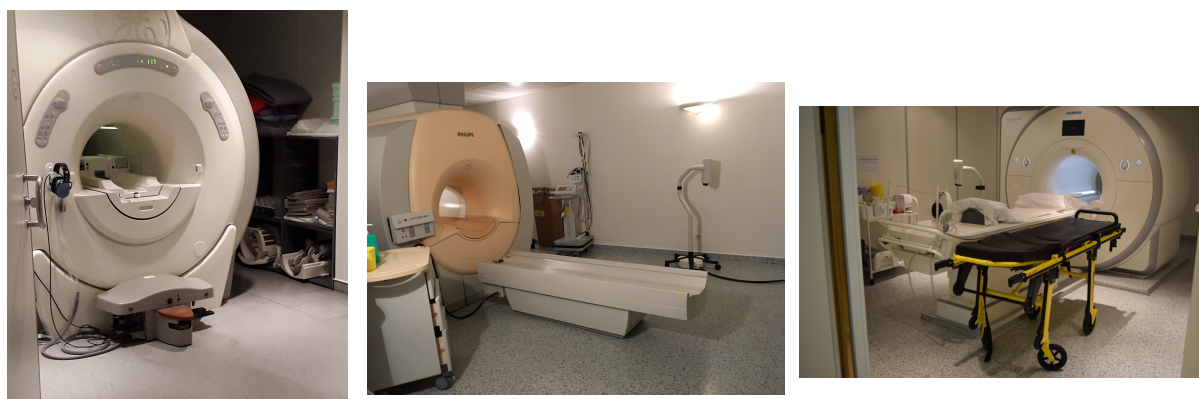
IRM GE - Phillips - Siemens
